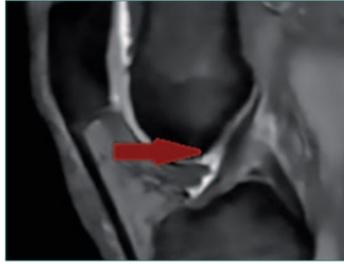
Vorderes Kreuzband im MRT des Kniegelenks
